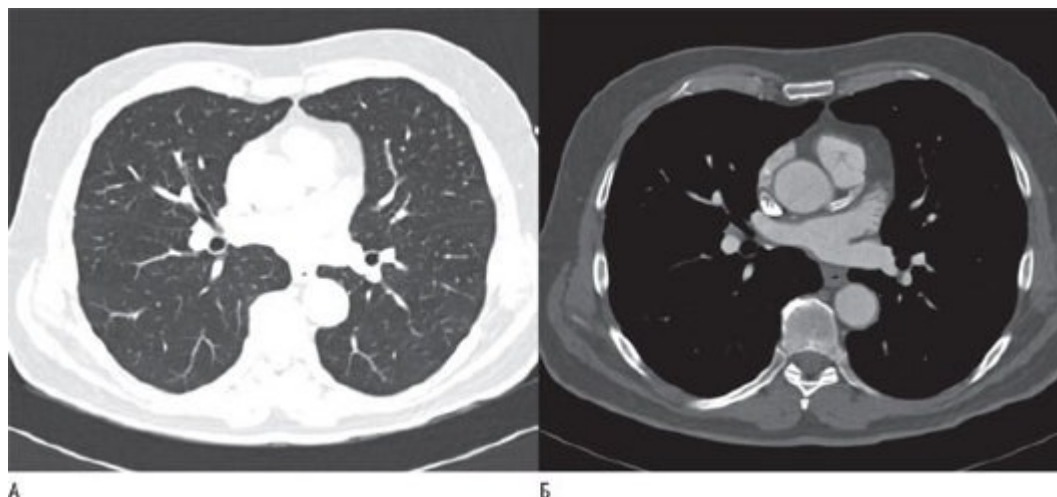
Аксиальная компьютерная томограмма груди. Аксиальное изображение груди на уровне левой главной венечной артерии. Одно и то же изображение показано с использованием "легочного" окна (используется для оценки паренхимы легкого, А) и "кардиального" окна (используется для оценки сердечных структур, Б). Изображение показано таким образом, как будто мы смотрим на пациента со стороны ног.
